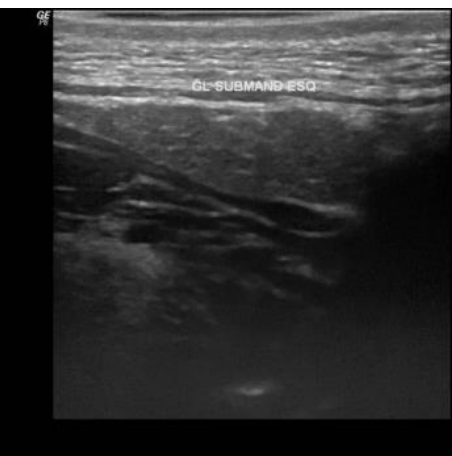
Ultrassonografia das glândulas salivares maiores (GSM) do P3 DMHB
